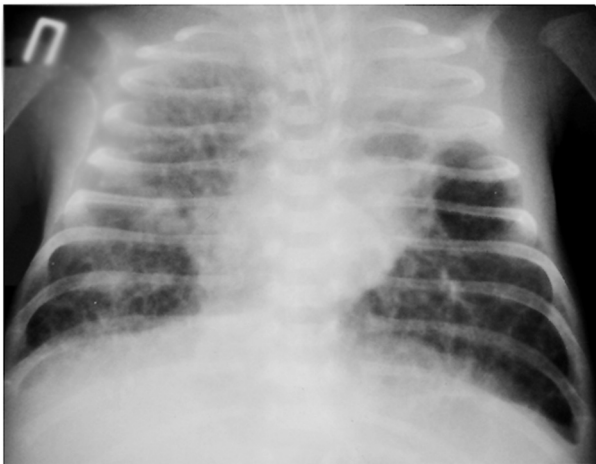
Оглядова рентгенограма ОГК недоношеної дитини з БЛД III ст. у віці 28 днів життя. Двобічна вогнищево-зливна пневмонія. Зміни легеневого малюнка за дрібнокомірковим типом. Велике кістоподібне просвітлення на рівні V-VII міжреберних проміжків зліва. Гіперпневматоз базальних відділів легень.
